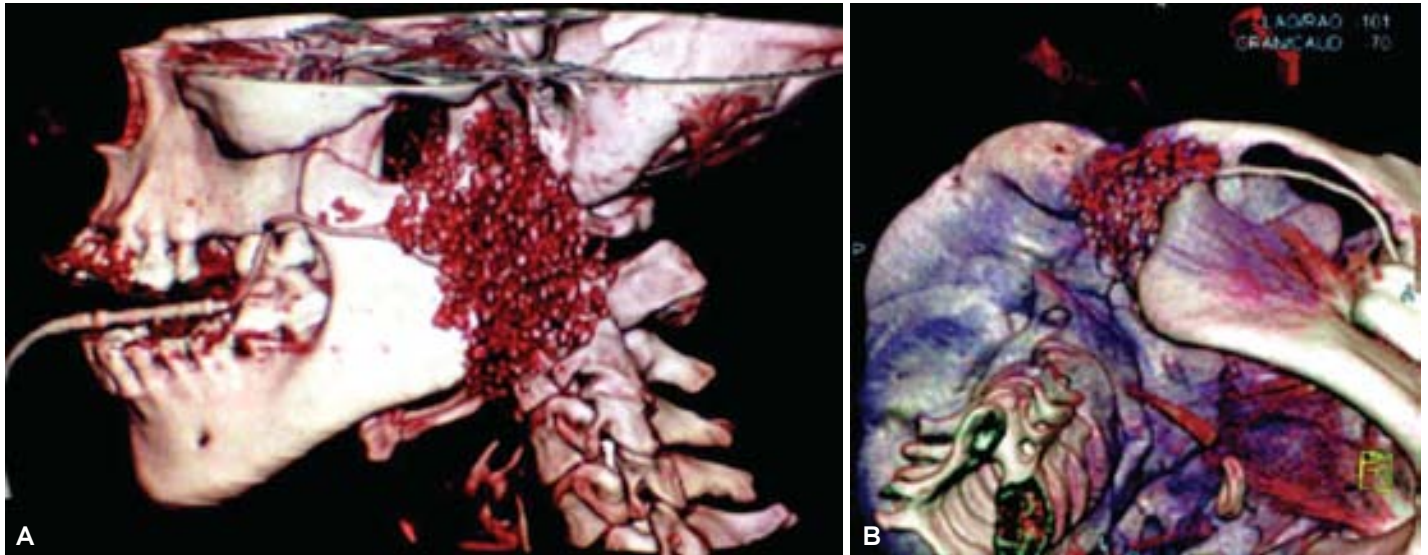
Sialotomografía Multicorte con reconstrucciones tridimensionales. (A) Reconstrucción tridimensional de la glándula parótida izquierda donde se observan múltiples saculaciones de su parénquima correspondiente a un Sx. de Sjogren. (B) Reconstrucciones tridimensionales de la glándula parótida derecha en una visión inferior donde se observan algunas saculaciones del parénquima correspondiente a sialoadenitis crónica.
